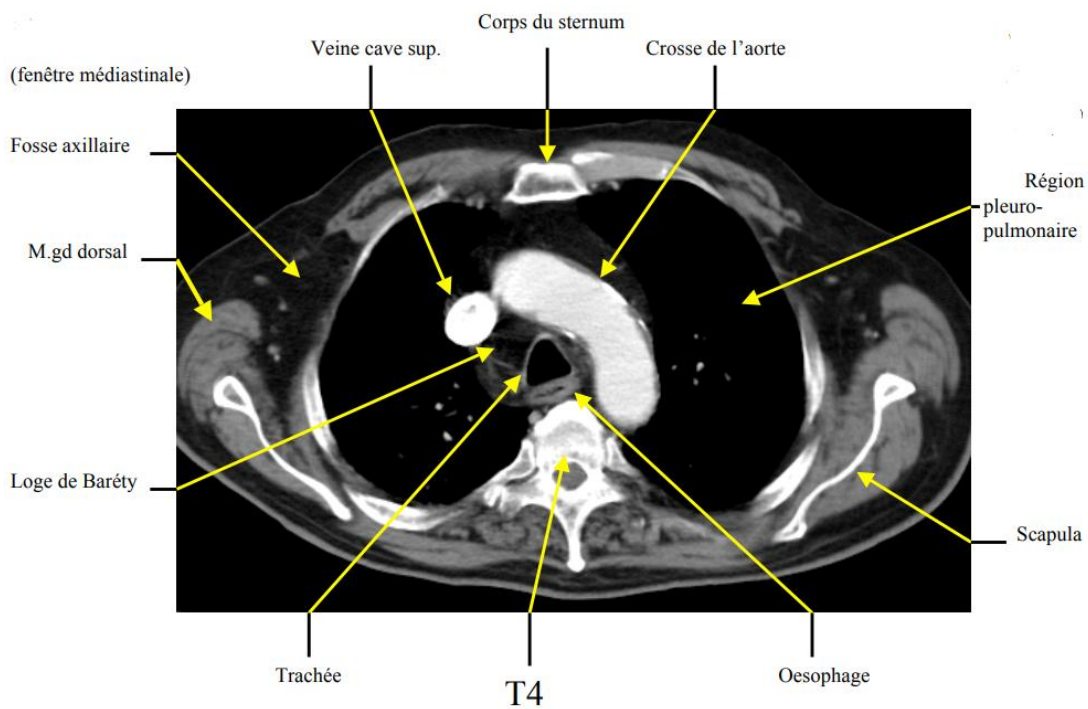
TDM cervico thoracique en coupé axiale d'aspect normal
